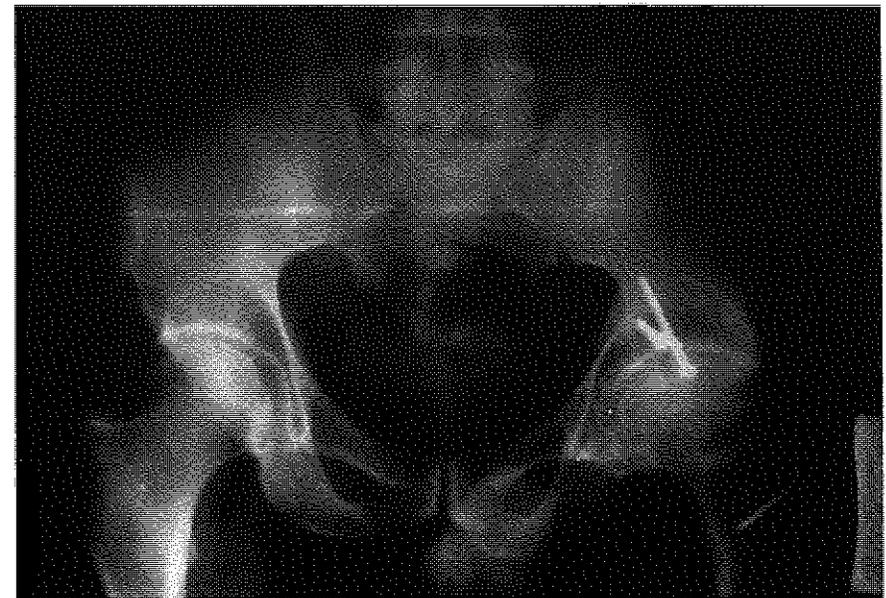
Caso III, I.E.. Aspetto radiografico di frattura del bordo posteriore del cotile a distanza di 12 anni dall'intervento. Risultato radiografico: cattivo. Risultato funzionale: buono.
